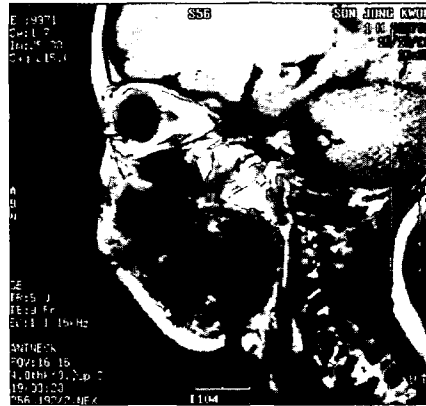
술후 약 12개월후 시행된 자기공명영상촬영(MRI) 소견 (시상면).
